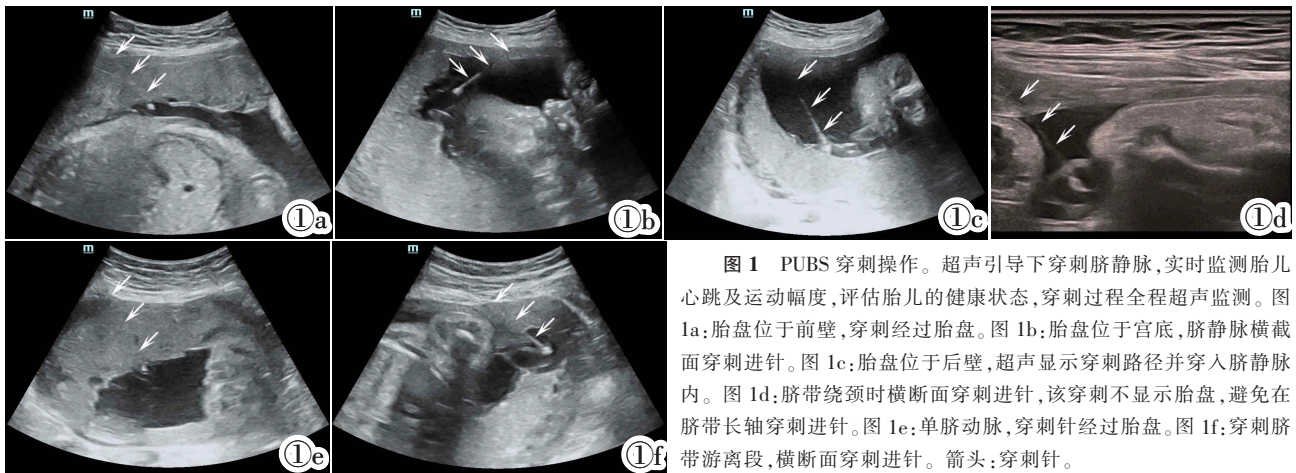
PUPS 穿刺操作。超声引导下穿刺脐静脉,实时监测胎儿心跳及运动幅度,评估胎儿的健康状态,穿刺过程全程超声监测。图 1a:胎盘位于前壁,穿刺经过胎盘。图 1b:胎盘位于宫底,脐静脉横截面穿刺进针。图 1c:胎盘位于后壁,超声显示穿刺路径并穿入脐静脉内。图 1d:脐带绕颈时横断面穿刺进针,该穿刺不显示胎盘,避免在脐带长轴穿刺进针。图 1e:单脐动脉,穿刺针经过胎盘。图 1f:穿刺脐带游离段,横断面穿刺进针。箭头:穿刺针。
